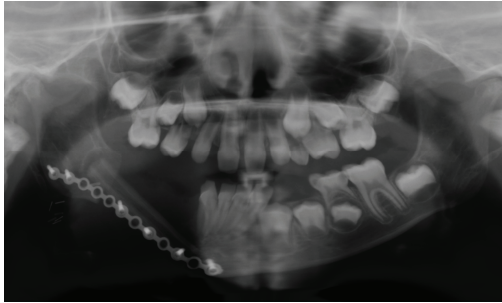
Результат ортопантомографии челюсти по завершении операции
